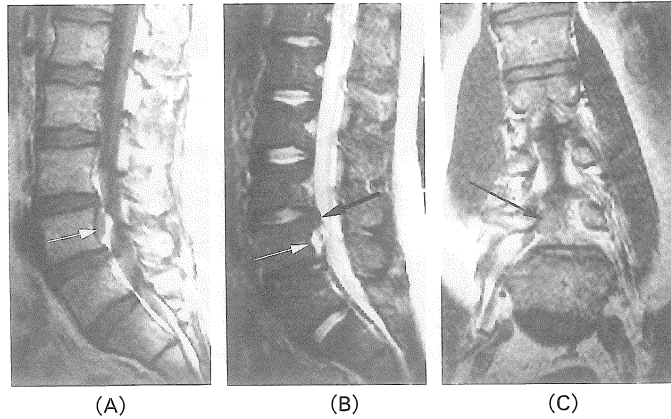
Case 2. (A) T1-weighted right parasagittal image. Intermediate intensity lesion is seen in anterior aspect of epidural space at L4 level (white arrow). (B) On T2-weighted image, the lesion shows high intensity (white arrow). The L3-L4 disc is protruded posteriorly (black arrow). (C) T1-weighted coronal image. Intermediate intensity lesion is located laterally to the dural sac, compressing right L4 nerve root (arrow).
